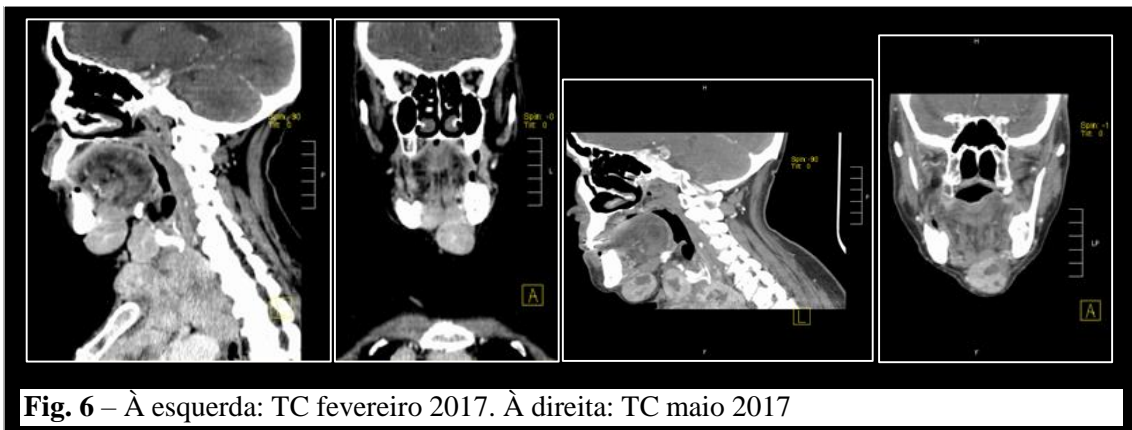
À esquerda: TC fevereiro 2017. À direita: TC maio 2017
